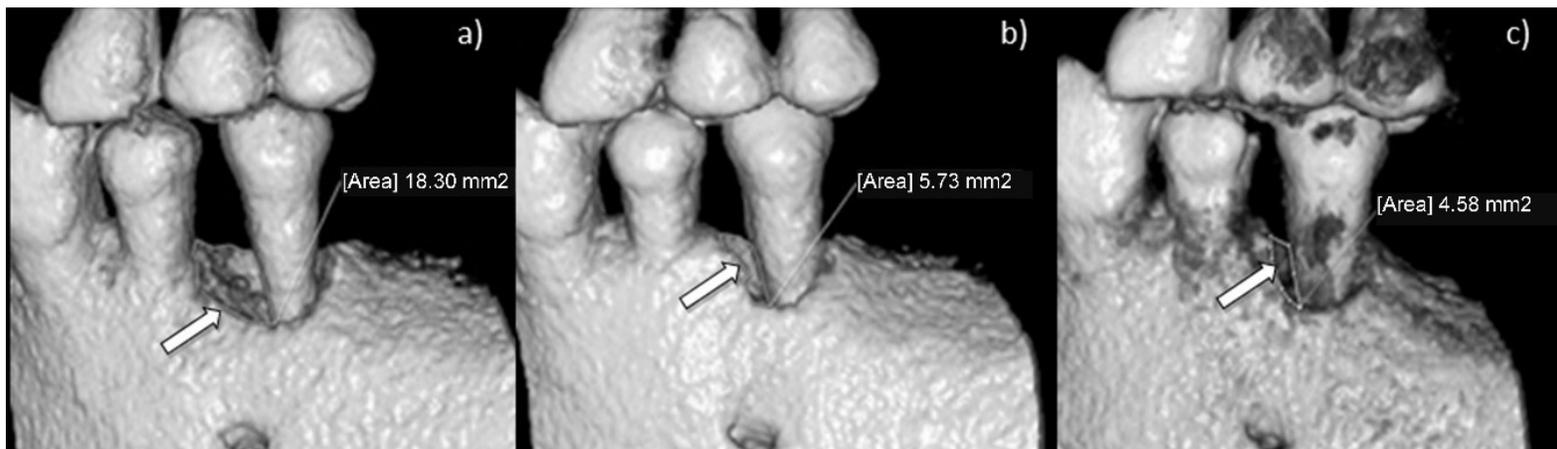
Efecto positivo de las DPMSC sobre la regeneración ósea. Imágenes de tomografía volumétrica tipo cone beam, del área premolar inferior de un paciente masculino de 61 años con enfermedad periodontal, que muestra: (a) límite del área de defecto óseo inicial de 18.30 mm² (flecha) al inicio del estudio; (b) área de defecto óseo reducida a 5.73 mm² (flecha) a los tres meses después del injerto de células troncales mesenquimales de pulpa dental; y (c) área del defecto óseo reducida a 4.58 mm² (flecha) a los seis meses después del injerto de las DPMSC.
